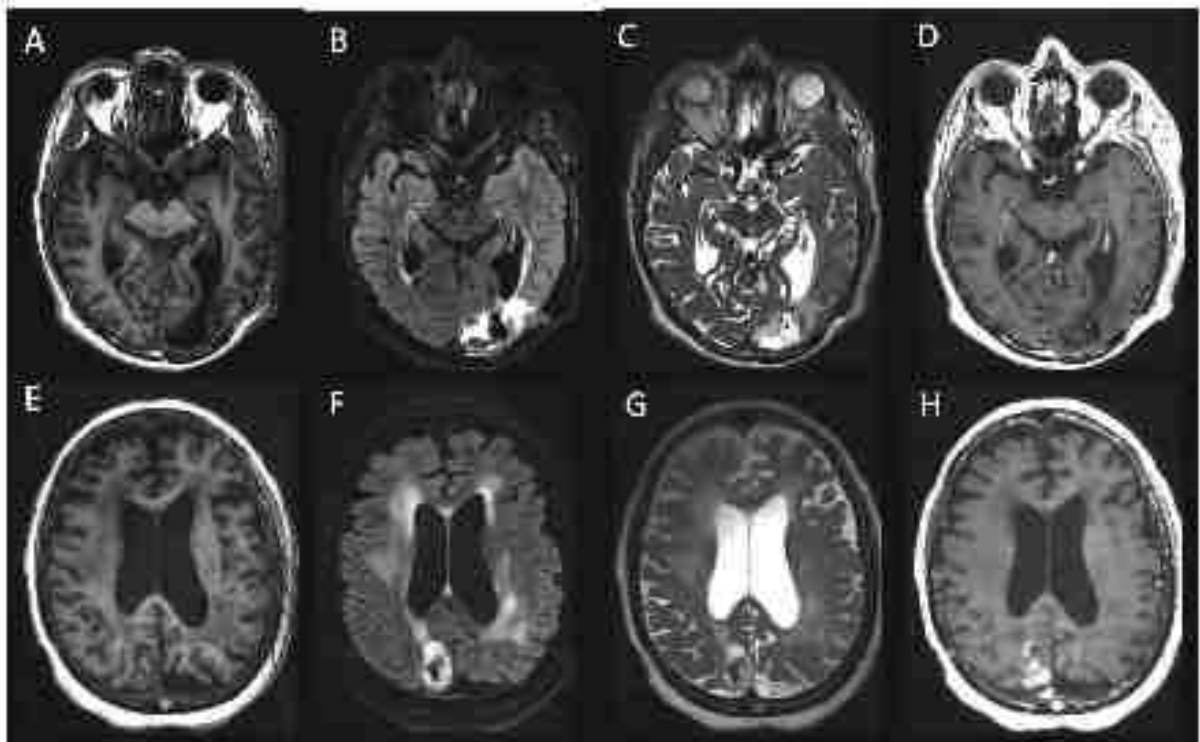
Evaluation IRM pour le diagnostic différentiel de récurrence *versus* radionécrose, coupes axiales T1 (A et E), T2 FLAIR (B et F), T2 (C et G), T1 avec gadolinium (D et H).
